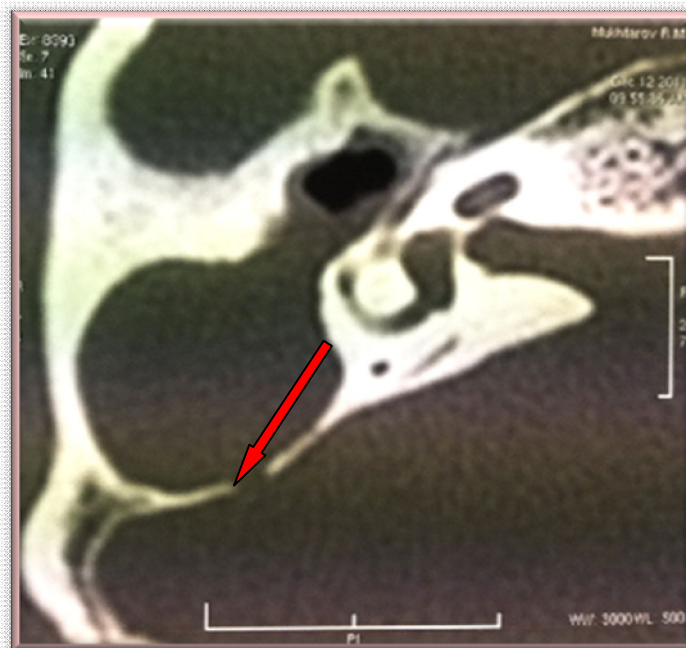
Фрагмент КТ височной кости. Полость, субтотально заполненная мягкотканым субстратом, небольшой костный дефект (до 2мм), отделяющий послеоперационную полость от сигмовидного синуса (указан стрелкой), костное устье слуховой трубы заблокировано.
